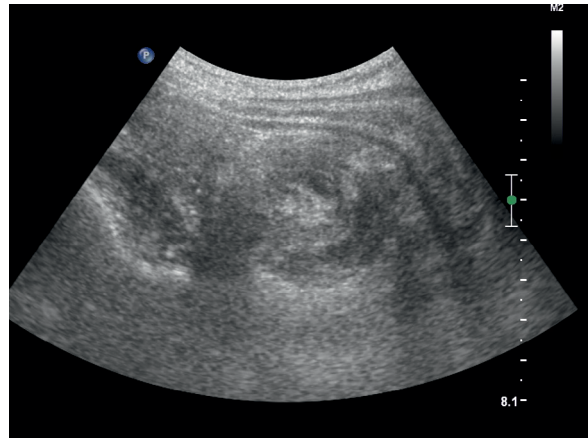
Ultrasound showing an intussusception
